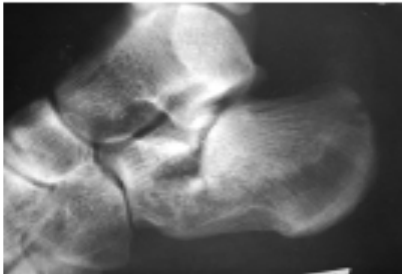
Фотокопія рентгенограм пацієнта Б. в боковій проекції до операції (кут Bohler 15°)
